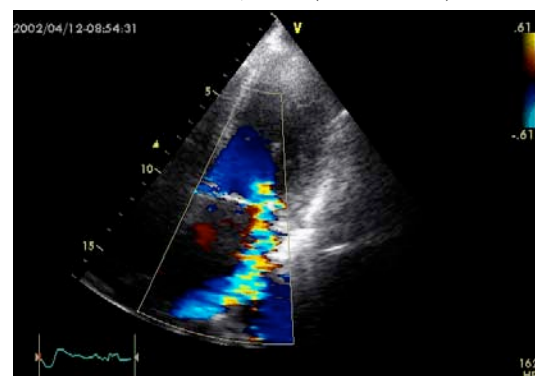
Echographie-Doppler
